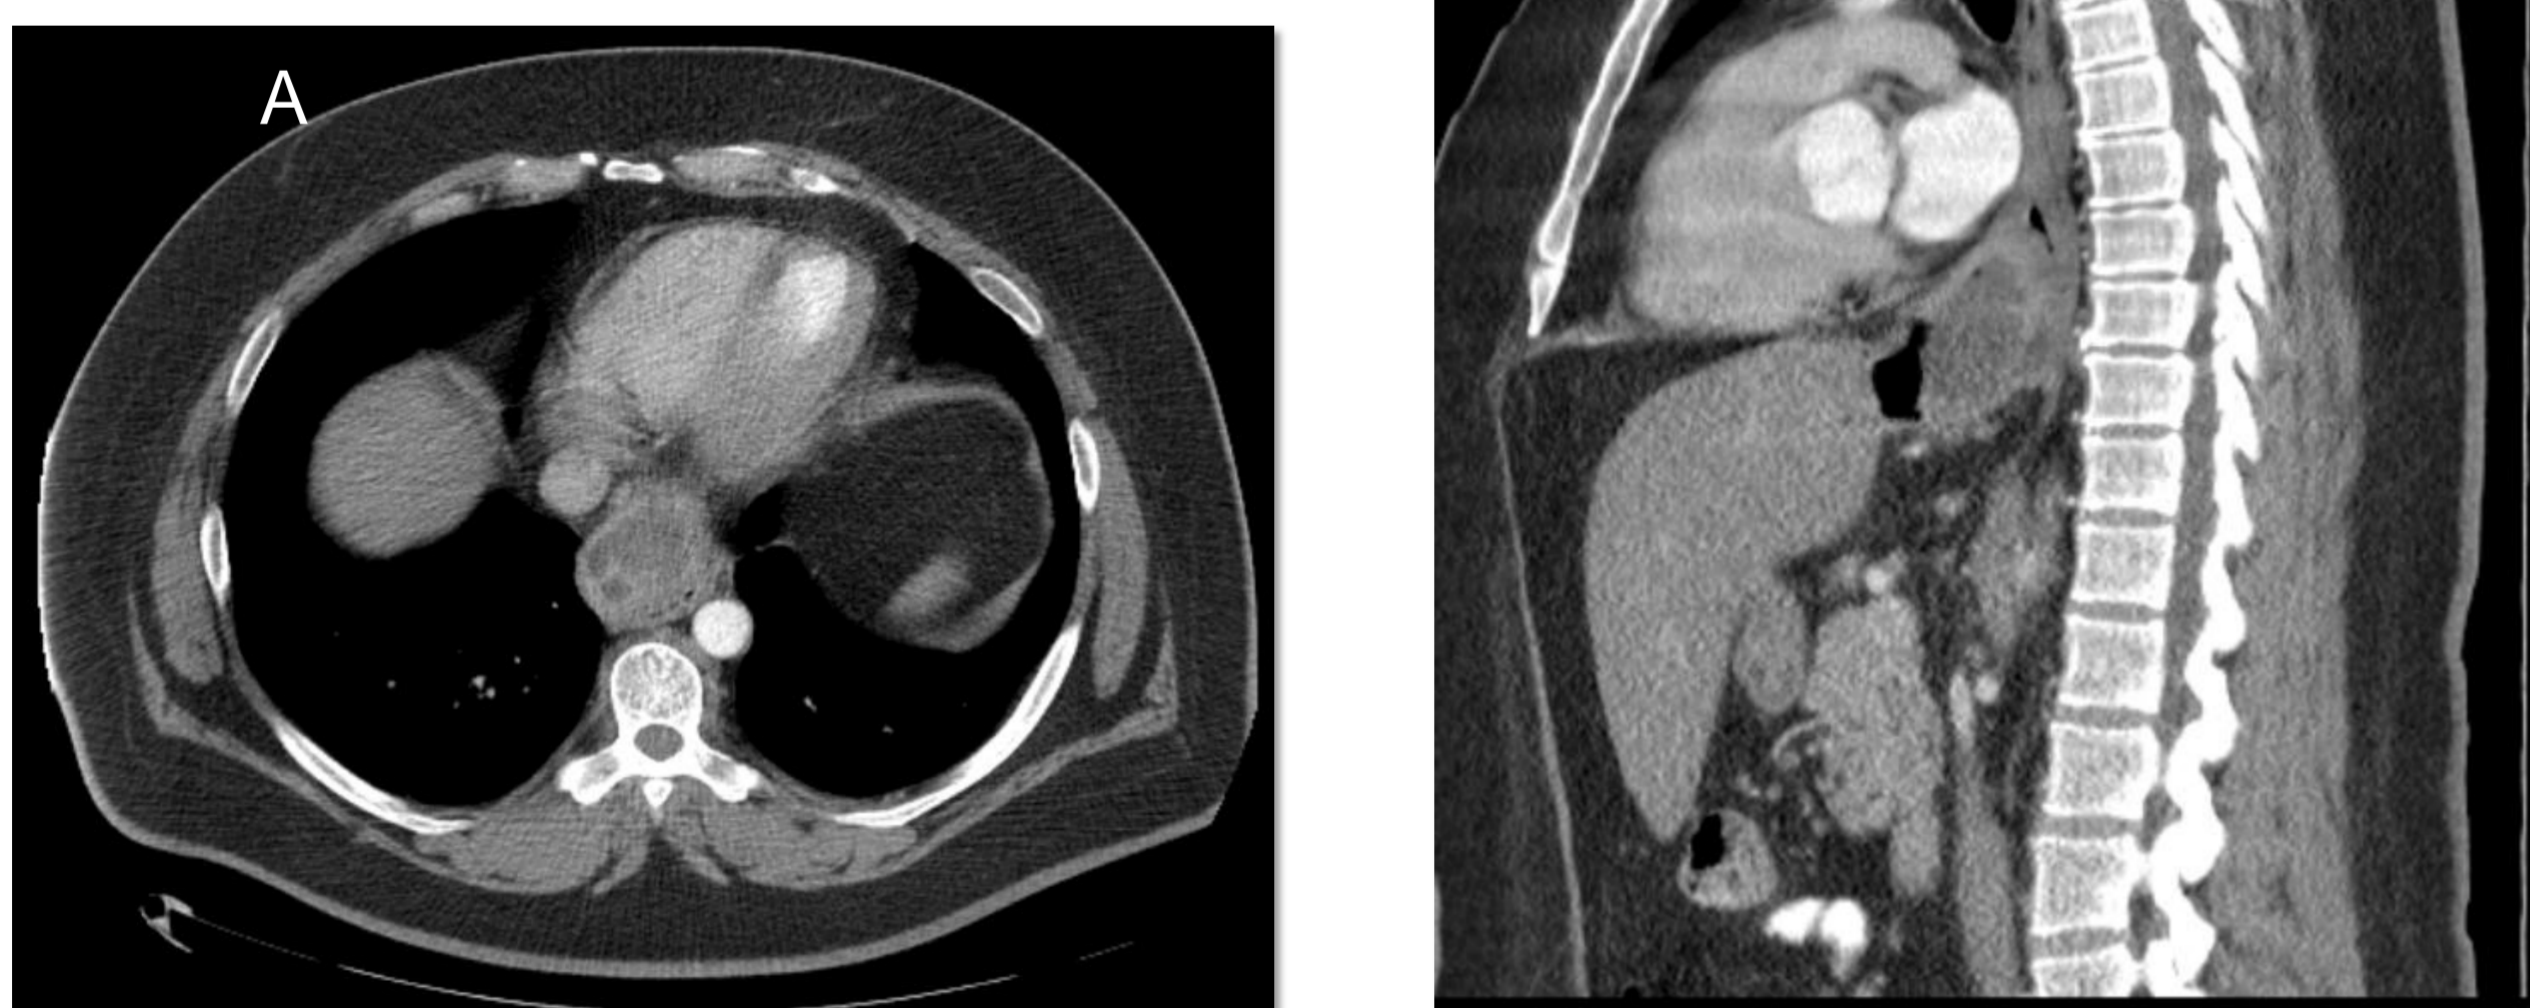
CT Thorax und Abdomen mit paraösophagealem Abszess: A: axial; B: sagittal
